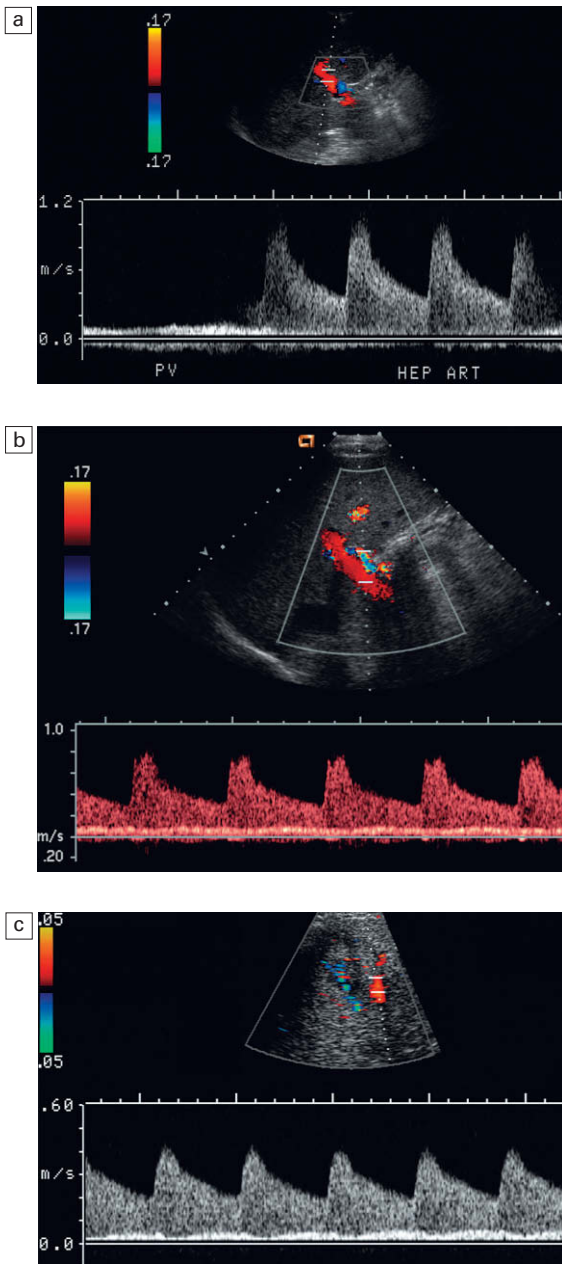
a) Trazado espectral Doppler del hilio hepático en un paciente con hepatitis tóxica demostrada por biopsia. Se obtuvo este trazado con un ligero cambio en la orientación del transductor durante la exploración, alternando entre la vena porta y la arteria hepática. Las velocidades en la arteria hepática se encuentran muy aumentadas, con un índice de resistencia bajo y un flujo diastólico elevado. El flujo en la vena porta se ha reducido hasta el punto en que prácticamente es imperceptible. b) Trazado combinado de la arteria hepática y la vena hepática a la altura del hilio hepático en un paciente con VIH. A diferencia de (a), este trazado se obtuvo con un volumen de muestreo muy amplio, incluyendo los perfiles de flujo de la arteria hepática y de la vena porta en el mismo trazado. De nuevo se ve una alteración similar en las velocidades con un flujo arterial intenso y marcado y un flujo portal venoso entrante muy disminuido. c) Trazado combinado similar en un paciente con carcinoma pulmonar con metástasis. El flujo arterial pronunciado está irrigando las metástasis en rápido crecimiento. El flujo venoso portal está disminuido a medida que los sinusoides hepáticos se ven reemplazados por el tumor.
